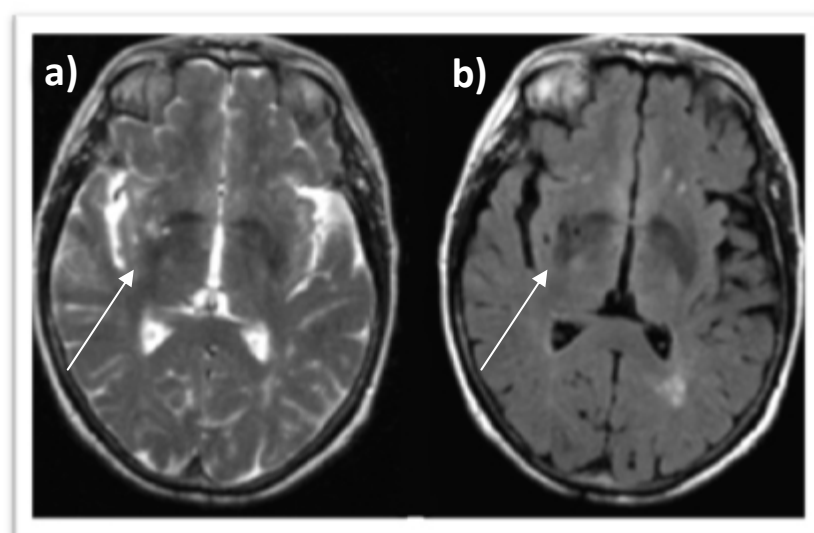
Espaços perivascularares de Virchow-Robin dilatados - a) Corte axial, sequência ponderada em T2 FSE; b) Corte axial, sequência ponderada em T2 Fast FLAIR.
